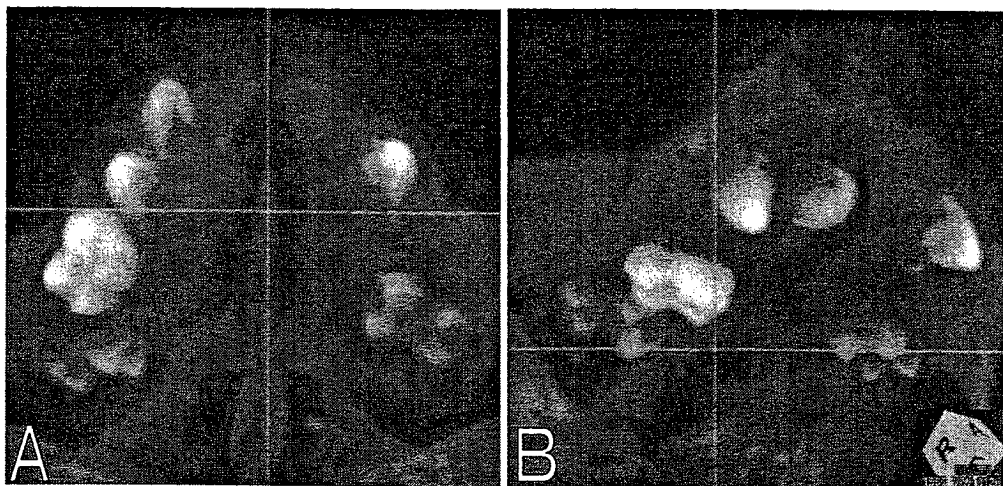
Three dimensionally reconstructed CT images of the upper jaw shown in Fig. 1B.
